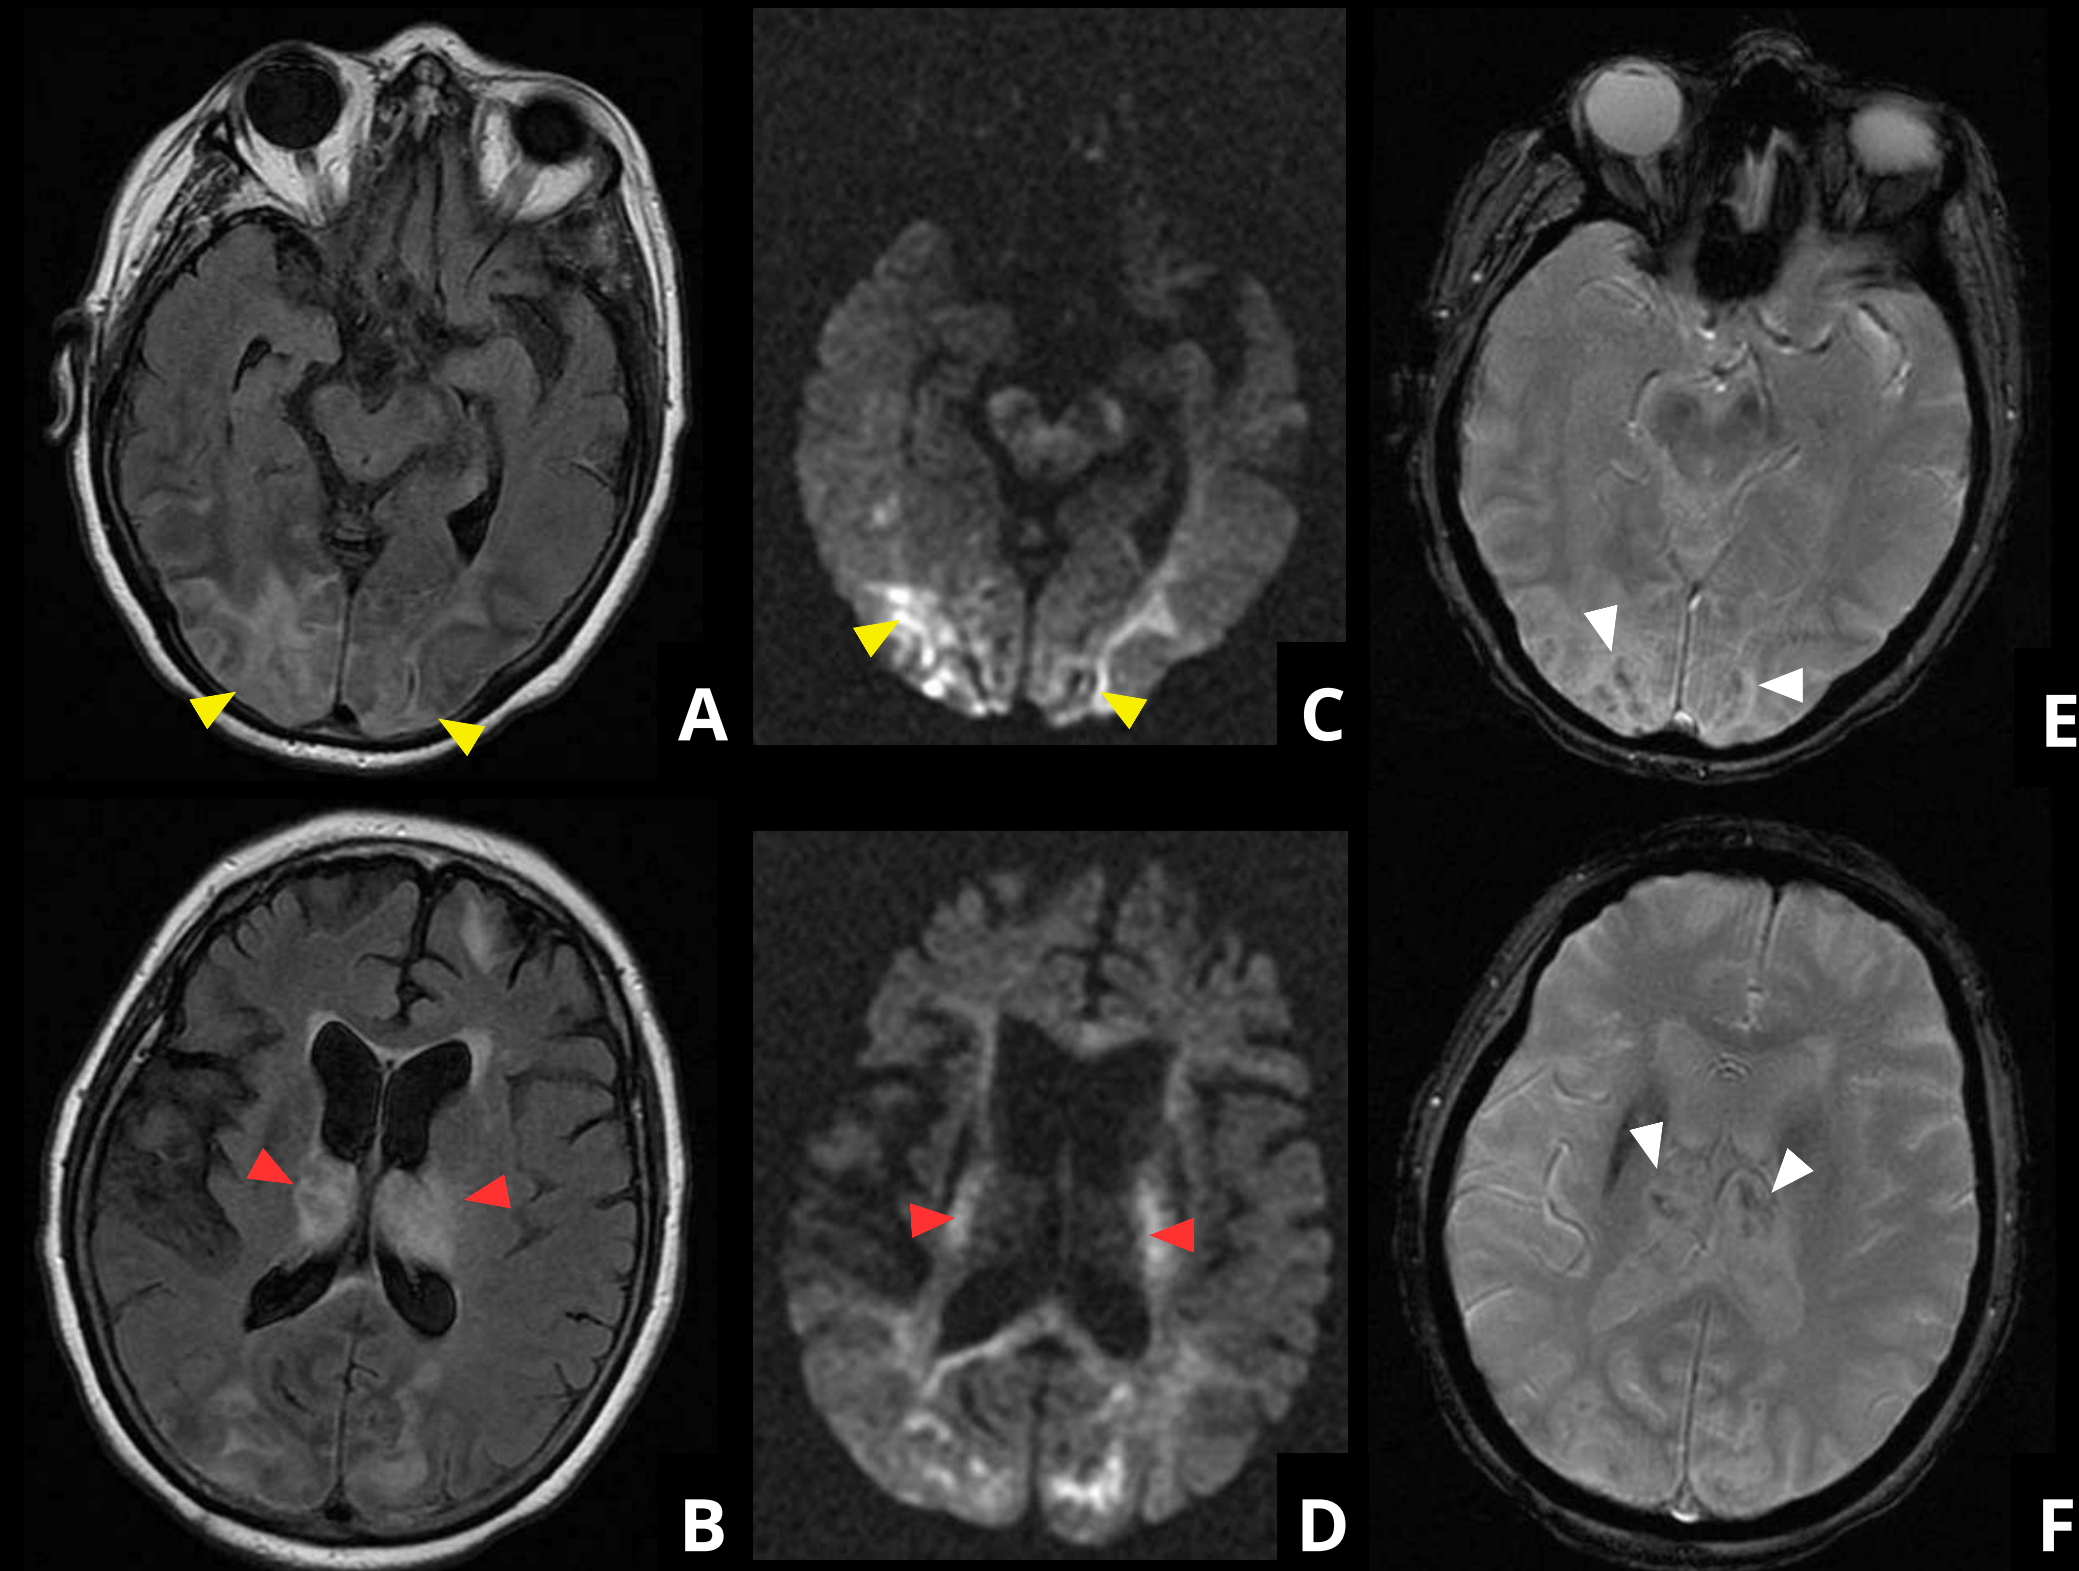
Paciente con deterioro neurológico tras cirugía por fractura de cadera. Secuencias axiales FLAIR (A y B), DWI (C y D) y ponderada por susceptibilidad (E y F) muestran hiperintensidad secundaria a edema vasogénico (puntas de flecha rojas), edema citotóxico (puntas de flecha amarillas) y pequeños focos de hemorragia petequiral (puntas de flecha blancas). Hallazgos compatibles con PRES.
